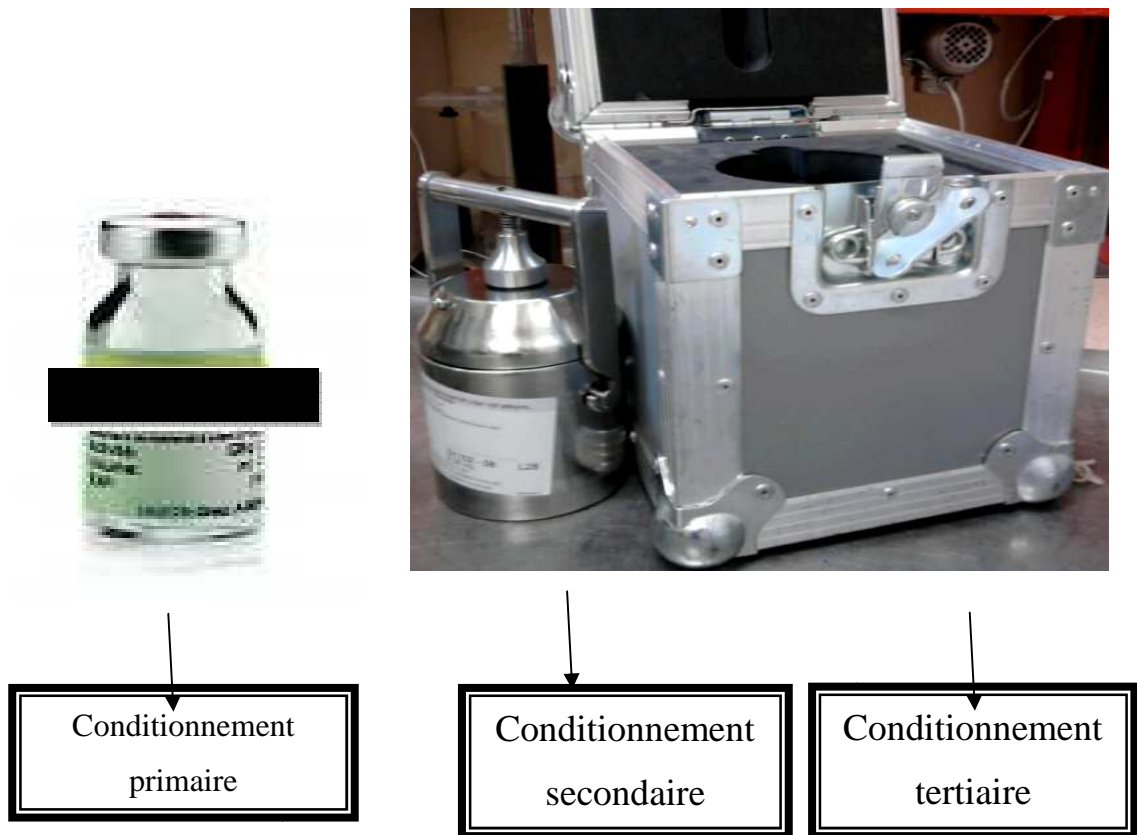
Conditionnement du radiopharmaceutique ¹⁸ FDG à l'unité CYCLOPHARMA.
